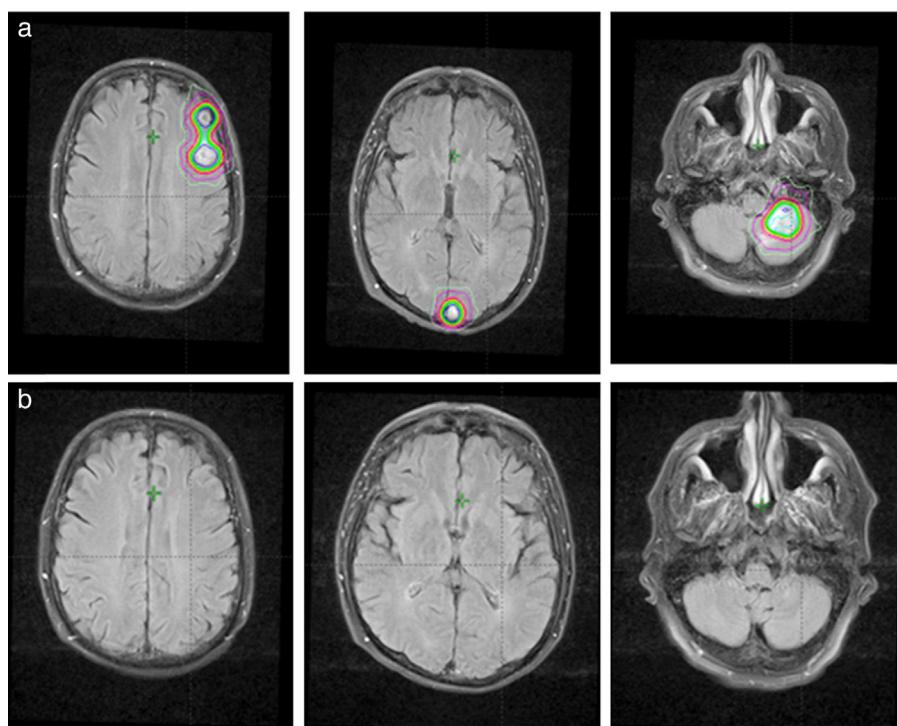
Varón de 62 años con múltiples metástasis cerebrales de carcinoma epidermoide de pulmón. a) RMN diagnóstica (12/08/09): 2 lesiones metastásicas en el lóbulo frontal izquierdo, una lesión en lóbulo occipital izquierdo y una en hemisferio cerebeloso izquierdo. Planning de tratamiento: SRS. Dosis total: 18 Gy (6 Gy/fracción). b) RMN de seguimiento (24/09/09): disminución del tamaño de las múltiples metástasis intracraneales con desaparición completa de la lesión del lóbulo frontal izquierdo. RMN: resonancia magnética nuclear; SRS: radiocirugía estereotáctica (*stereotactic RadioSurgery*).
